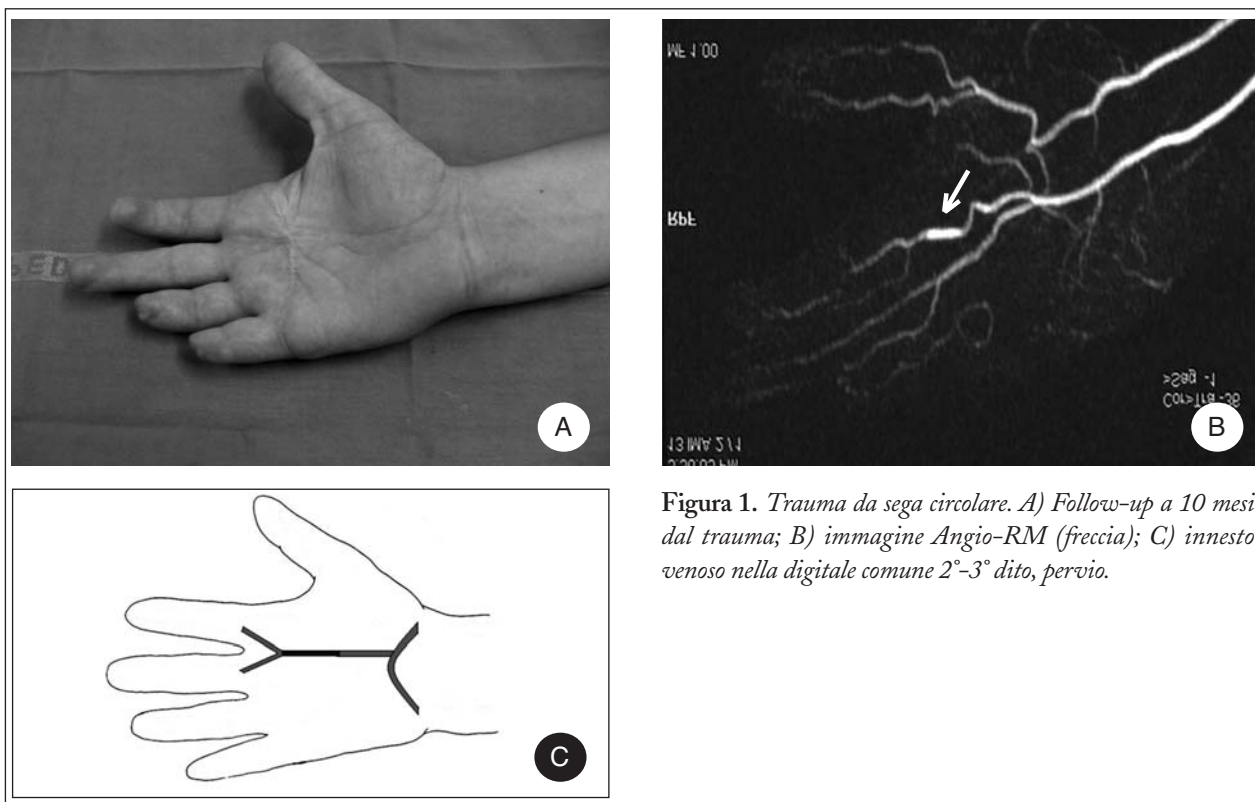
Trauma da sega circolare. A) Follow-up a 10 mesi dal trauma; B) immagine Angio-RM (freccia); C) innesto venoso nella digitale comune 2°-3° dito, pervio.
